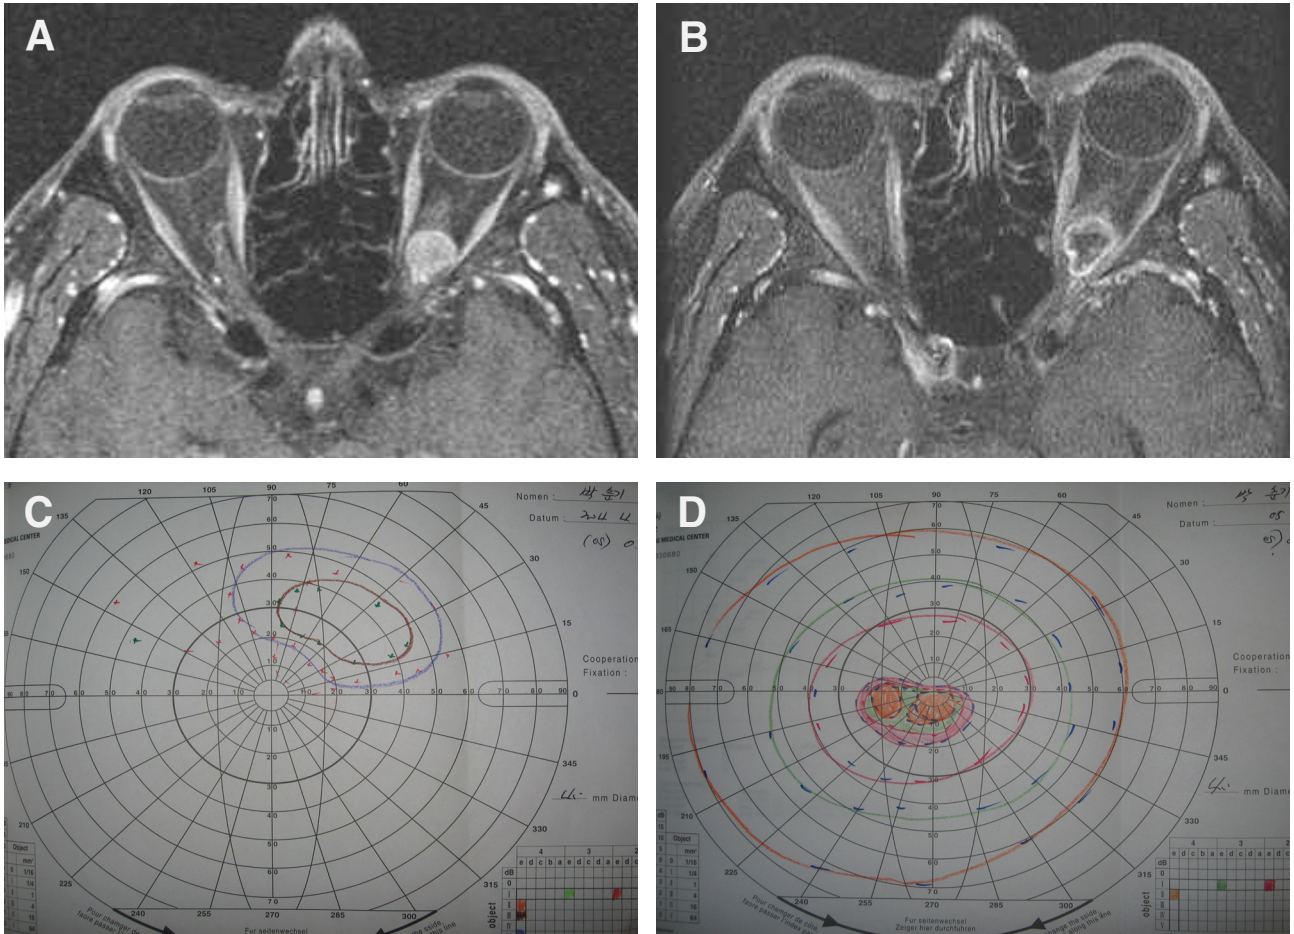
Optic nerve sheath meningioma in a 34-year-old woman (case 1) presenting with decreased visual acuity in her left eye for 2 months. Before gamma knife surgery axial T1 contrast MR image (A) reveals a well-circumscribed retrobulbar mass in the left orbit and 7 months after fractionated gamma knife surgery (B) central necrotic lesion is shown. (C) Visual field examination of the left eye before radiosurgery showed extensive field loss. The visual acuity of her left eye decreased to 0.1. (D) Seven months after radiosurgery the visual field improved except small paracentral scotoma and visual acuity improved to 0.7.
